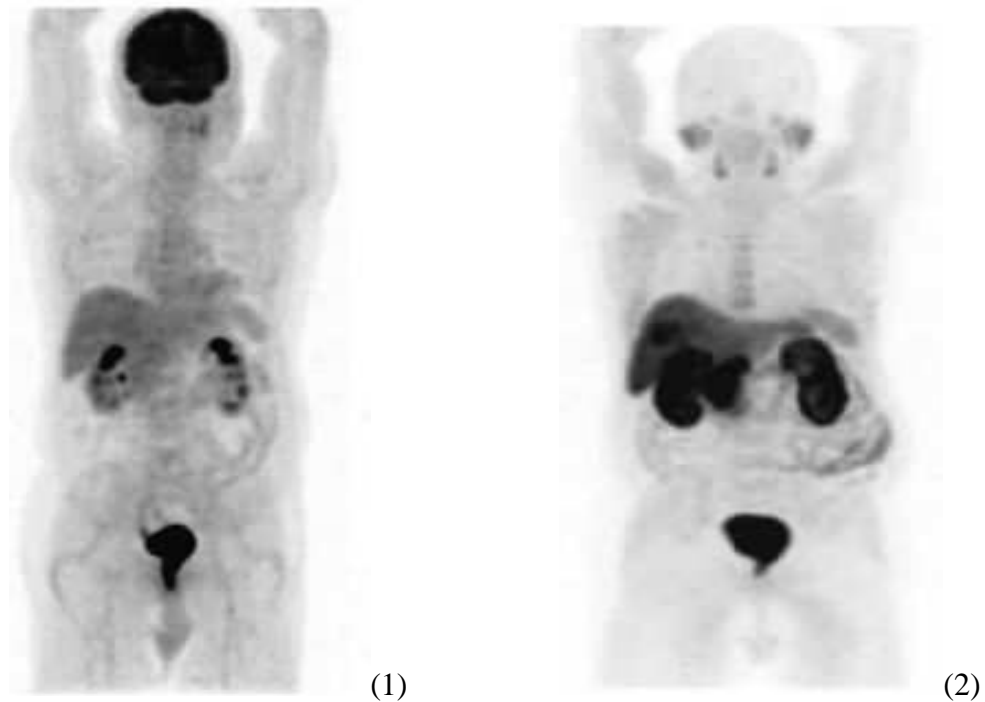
Deux images montrant les résultats obtenus par le ^{18}F -FDG et ^{18}F -FCH (30)
